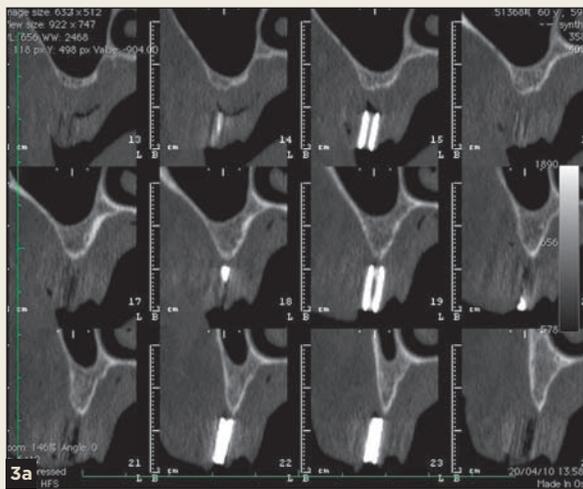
et b / CT-scan du maxillaire avant l'intervention chirurgicale pour la planification.
